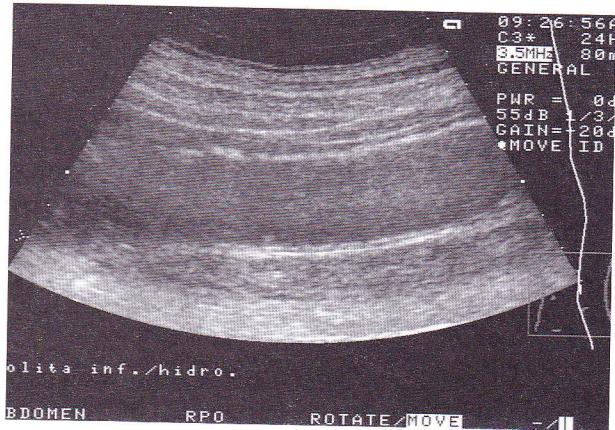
Rectocolită hemoragică – formă cronică (perete subțire, dehastrare totală, atonie). Aspect hidrosonografic.
